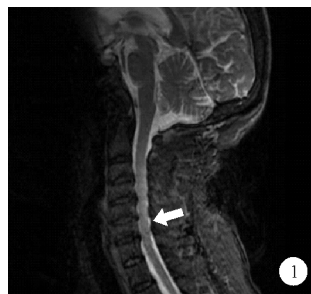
2022 年 6 月 15 日病例 1 患者的头颈部 MRI 检查结果 (C4~6 水平颈髓内条片状 T2 压脂高信号影如箭头所示, 考虑颈髓变性)
